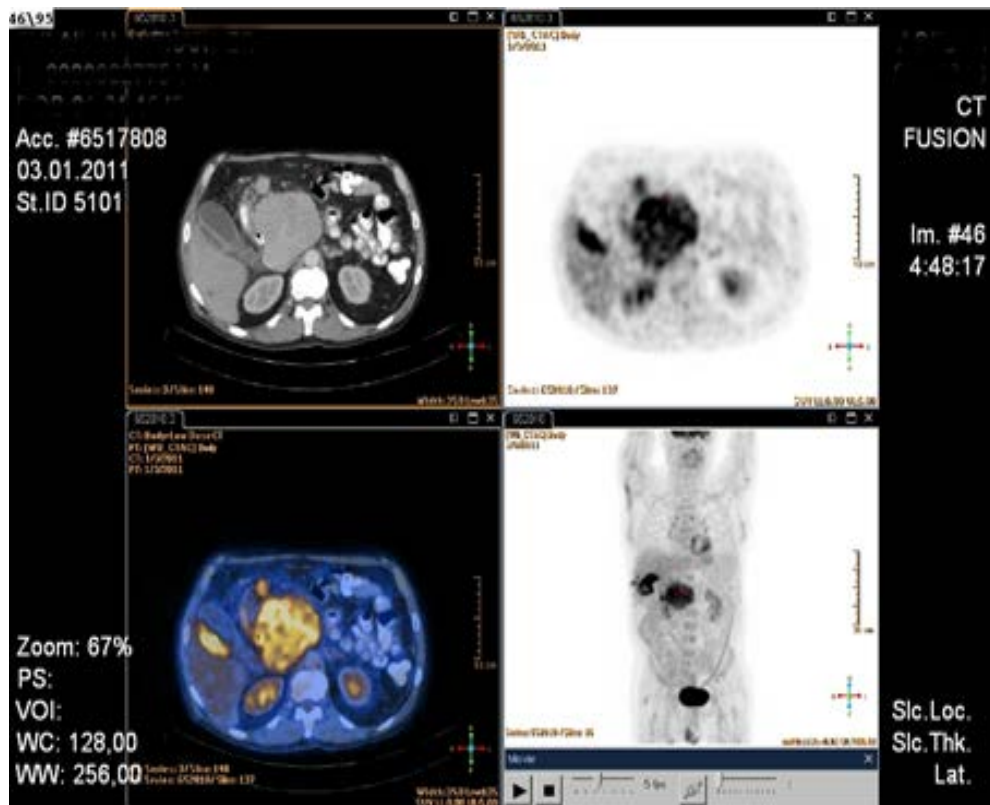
ПЕТ-КТ. Нейроендокринна пухлина головки ПЗ. Метастази в печінку.
